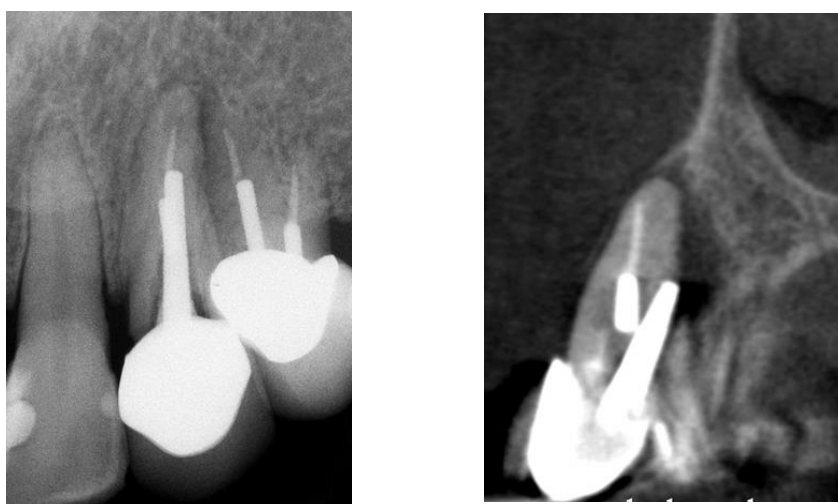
Perforación de un canino con poste metálico. Rx convencional (Imagen izquierda). CBTC (Imagen Derecha). Fuente: Carlos Boveda. Tomografía Volumetrica Digital. TVD. <http://www.carlosboveda.com/tvd.htm>
